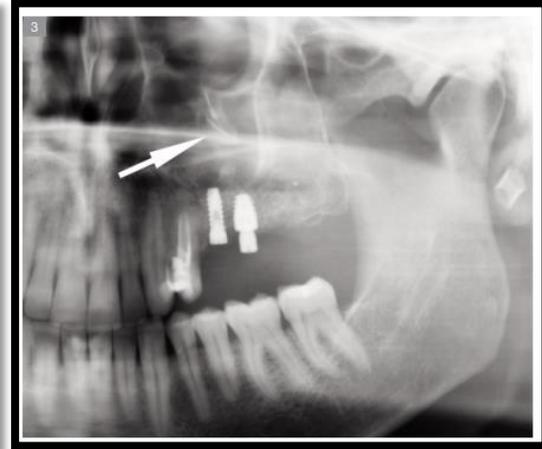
Radiografía después de la extracción del diente 27. ¹⁰
